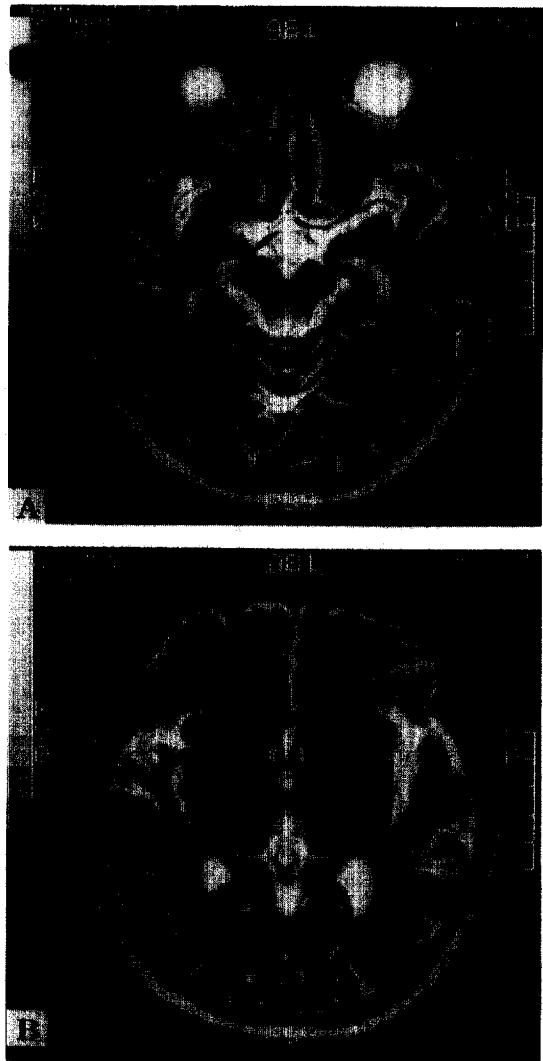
(A&B). MRI on 35th hospital day shows symmetric high-signal intensity of mammillary body, periaquiductal gray matter and medial portion of thalamus on T2WI.
